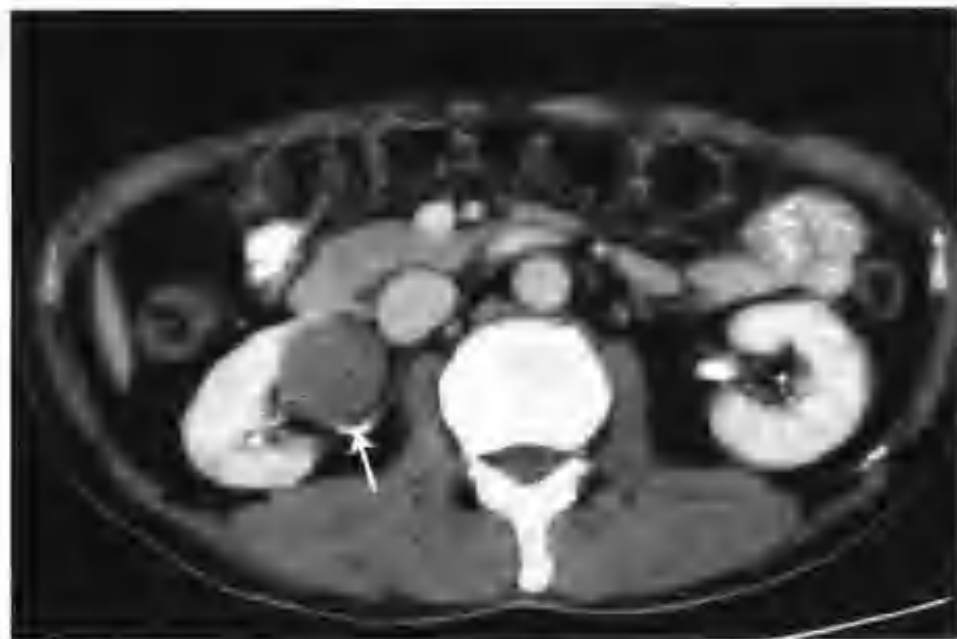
与图 2-1-135 为同一病例，肾盂期病灶 CT 值 65HU，邻近肾盂受压（箭头）
